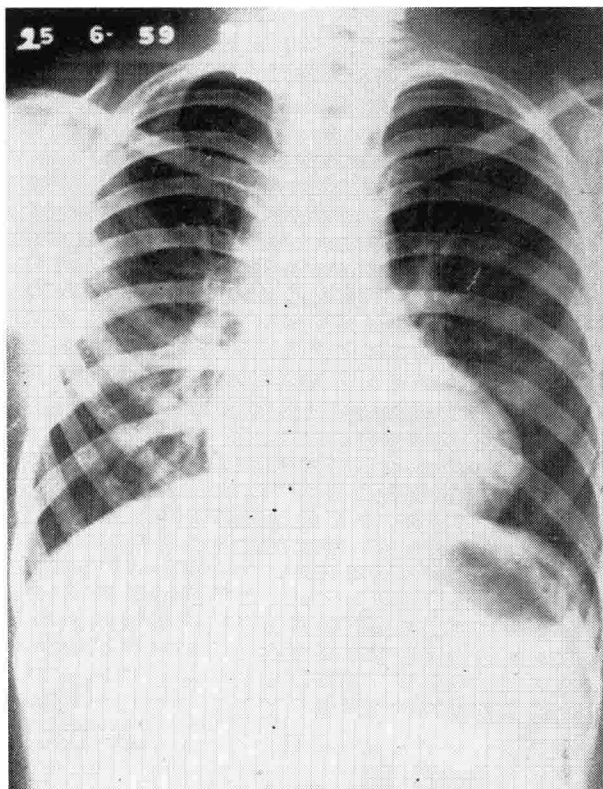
Radiografía post-operatoria que demuestra el aumento del patrón vascular en el pulmón derecho.
